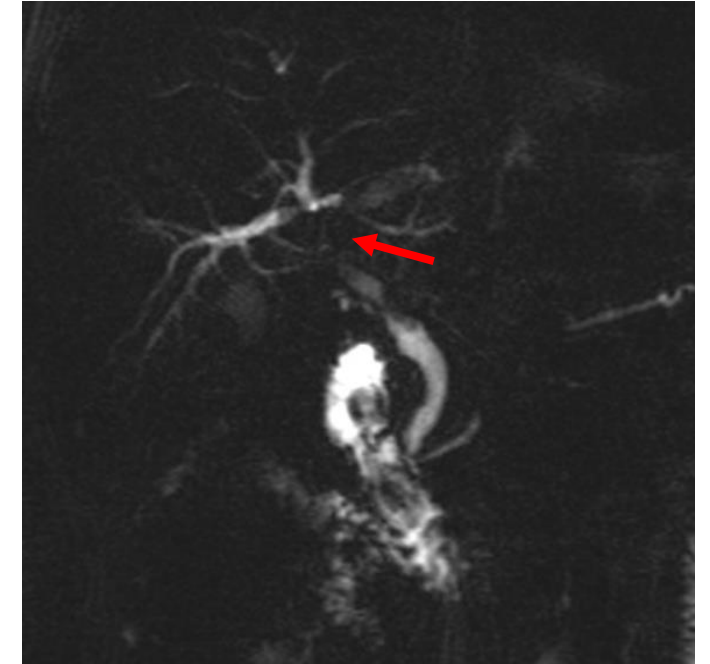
RM secuencia T2FS coronal
